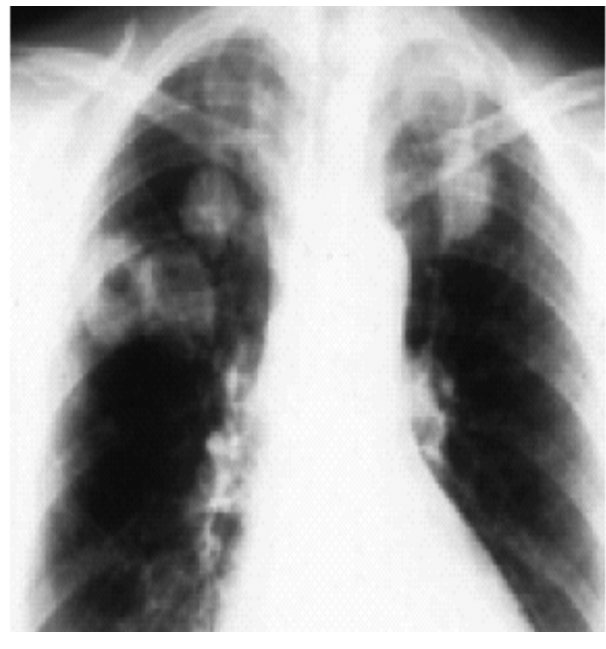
Рентгенография органов грудной клетки в прямой проекции. В верхних отделах легких с обеих сторон визуализируются округлые образования с наличием центрального распада.
